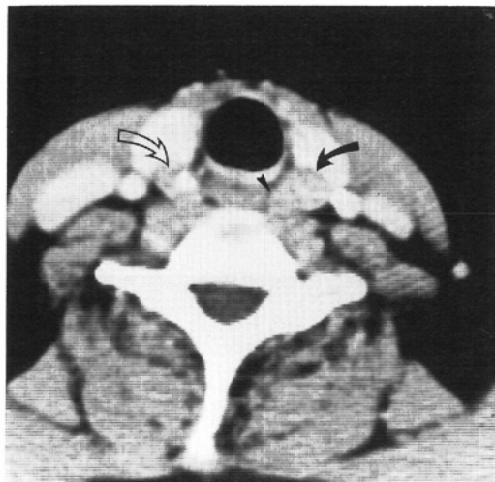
CT scan demonstrating right upper(openarrow), left upper (arrow), and left lower (arrow head) parathyroid glands. Interface between left lower and upper parathyroid glands is hardly seen.
